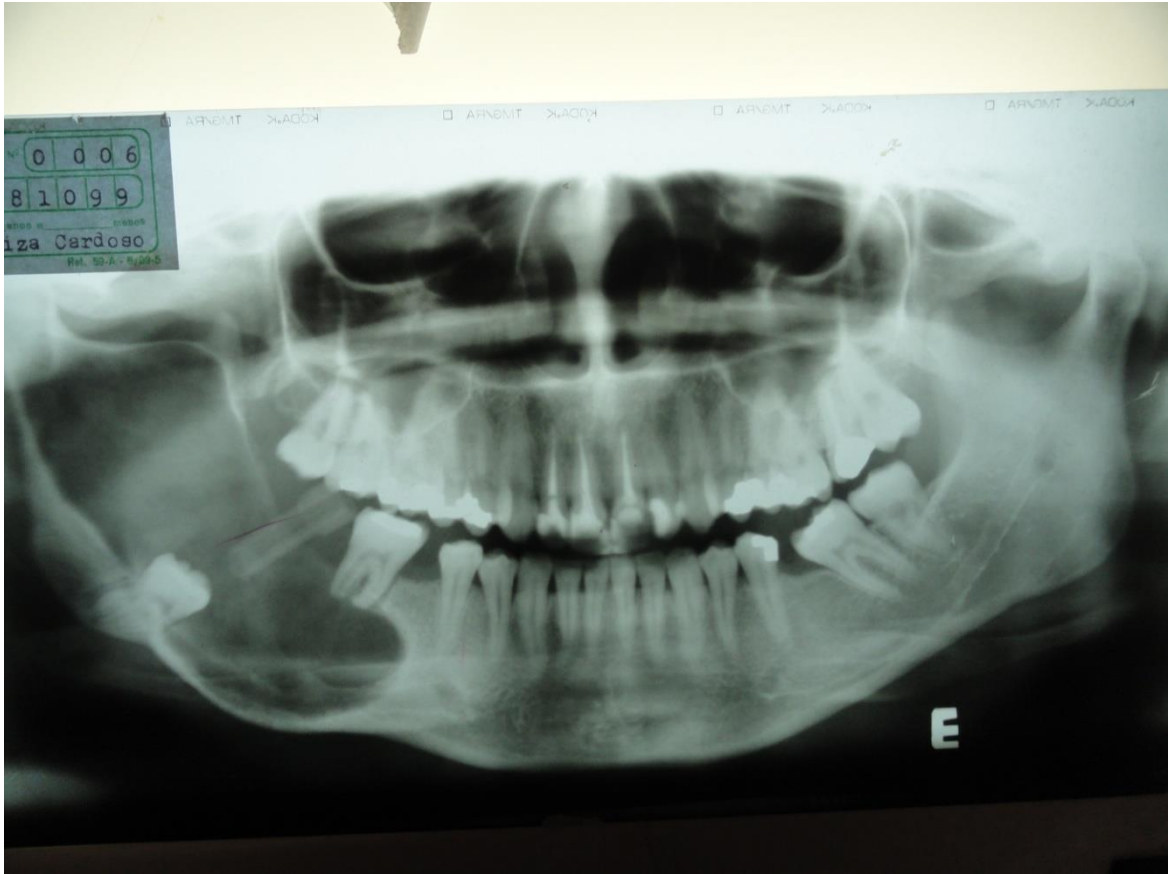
Descompressão da lesão tumoral com cânula. Radiografia do dia 08-10-1999
